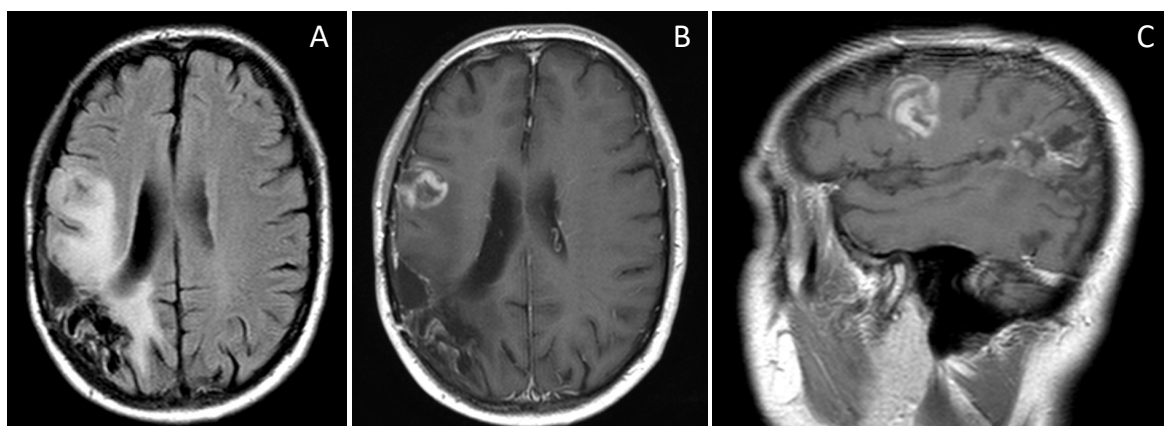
RM CE 27/02/2019 pré cirúrgica. Cirurgia a 04/03/2019 (A-C: FLAIR axial, T1 Gad axial, T1 Gad sagital).
